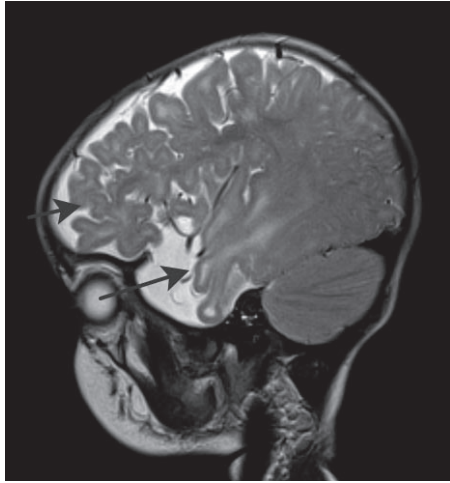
МРТ головного мозга пациентки К., 1 год 6 месяцев: на T2-взвешенных изображениях (сагиттальный срез) уменьшение размеров височных и лобных долей.
